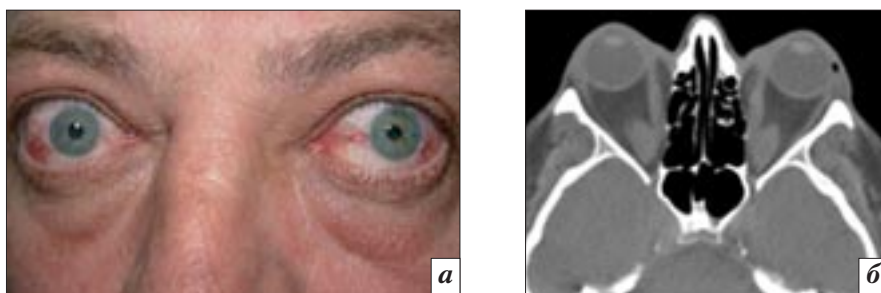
Фотография (а) пациента со смешанным вариантом ОЭ и компьютерные томограммы орбит в аксиальной (б, в) и фронтальной (з) проекциях
